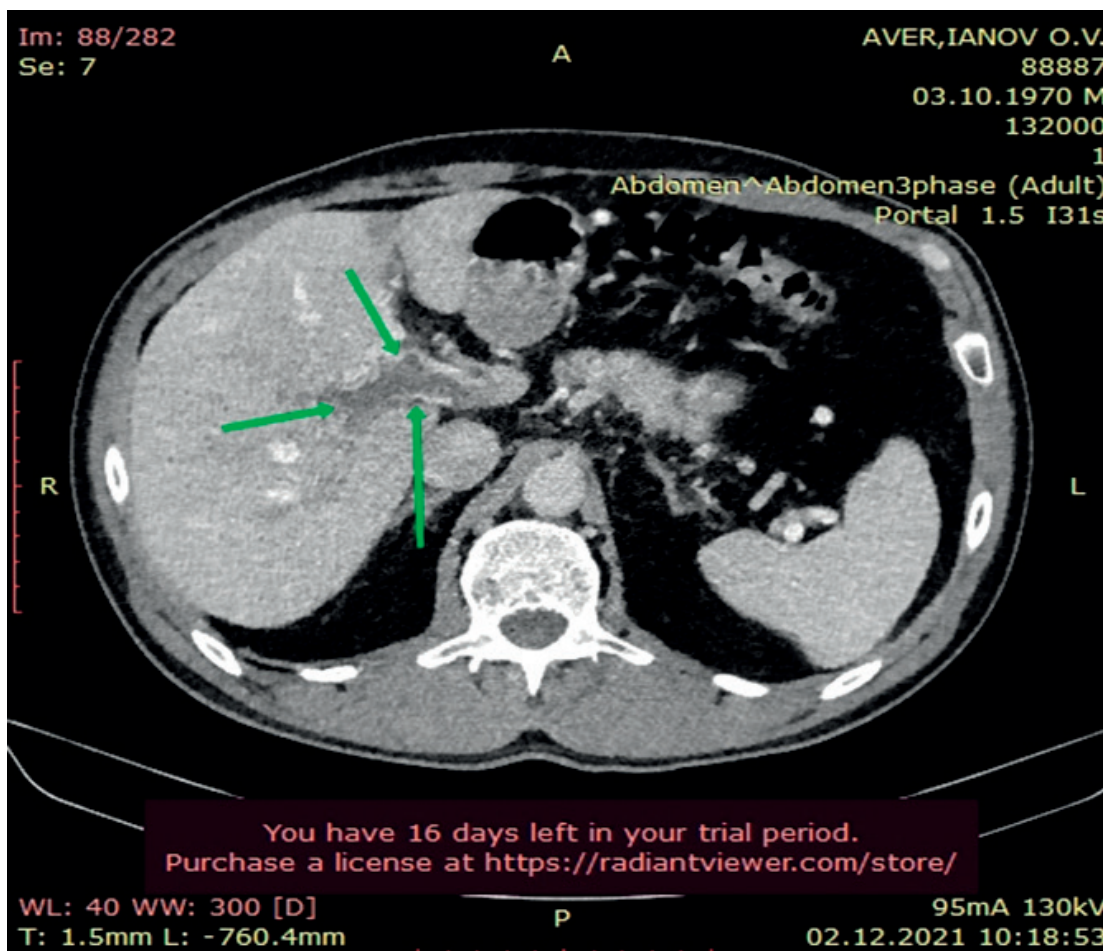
МСКТ с болюсным контрастированием. Тромбоз воротной вены больного А., 50 лет [11].
